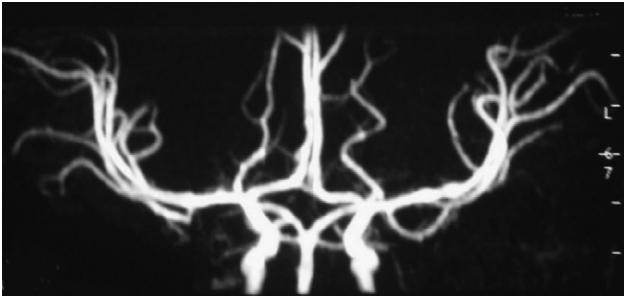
Angio-IRM de 2005, normale.
